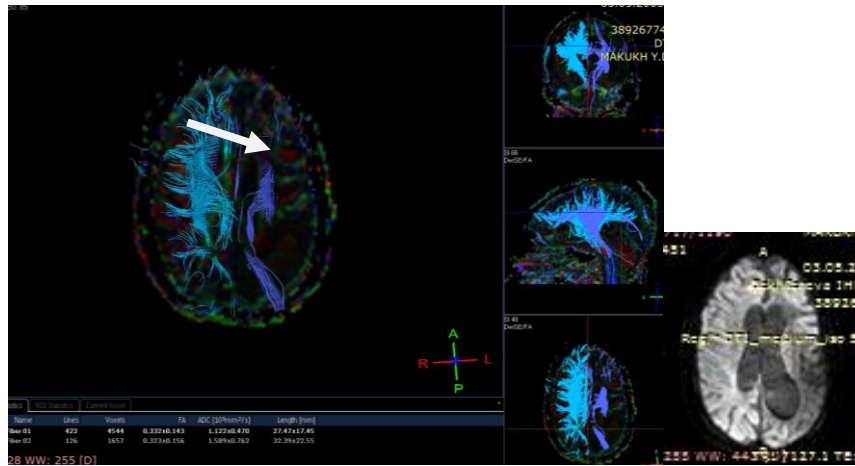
МРТ трактография. Больная М 9 лет. Ист.б. №2377-12г. Обеднение трактов левого полушария.
